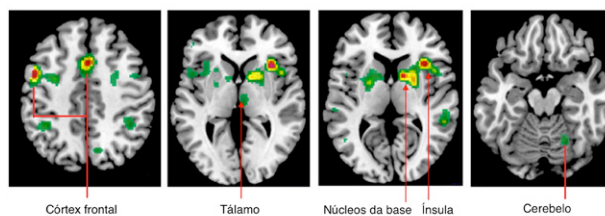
Áreas neurais envolvidas no comportamento de estimativa de tempo. Resultado de imageamento funcional por ressonância magnética (fMRI). Adaptado de (Ortuno e col., 2011).
